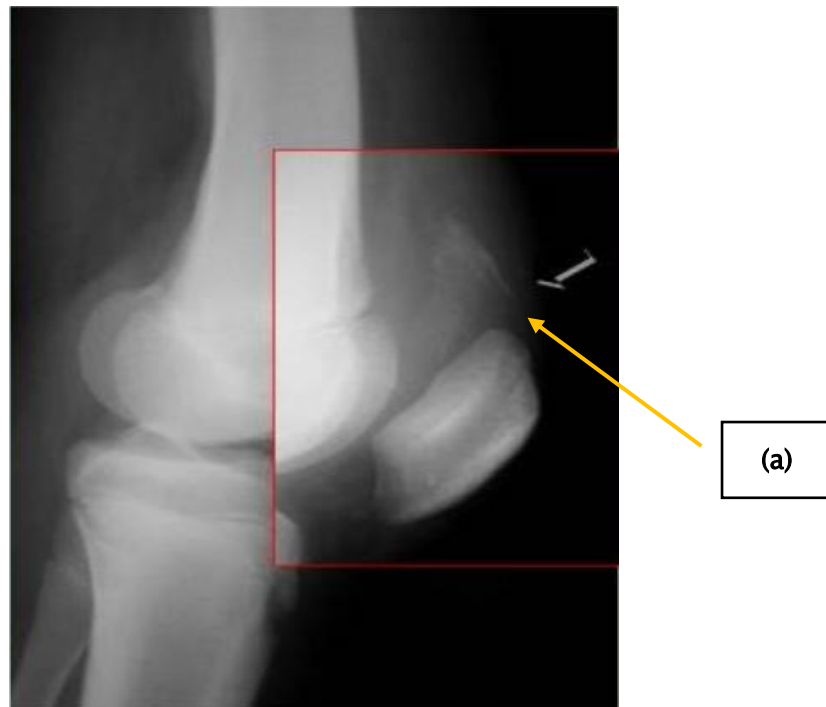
Radiographie de profil du genou montrant un décollotement quadricipital (a) (35)
